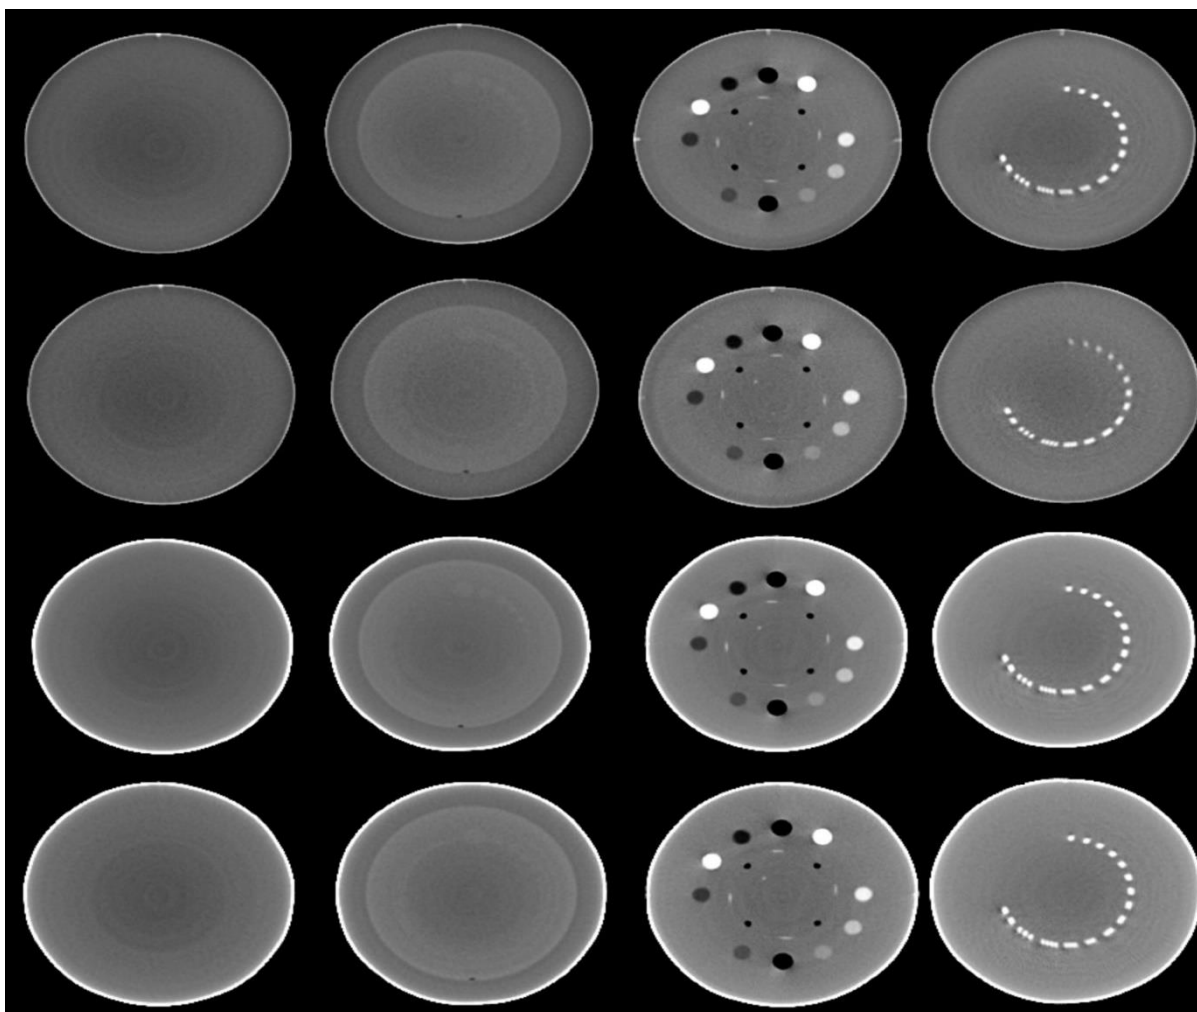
CBCT preseki za svaki modul (Thorax)
